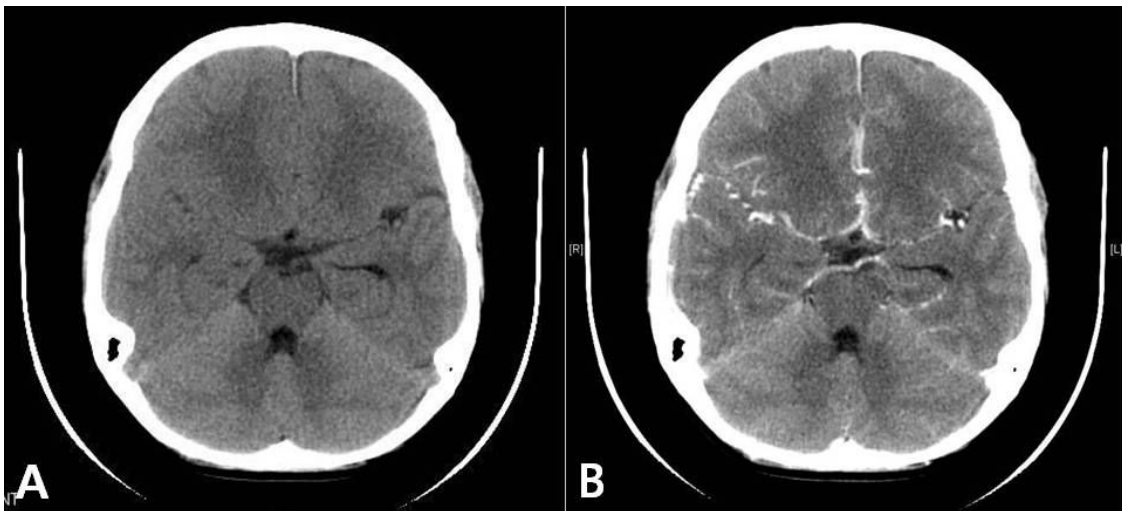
Brain CT (non-contrast; A) and brain CT (contrast; B) on admission showed no prominent focal lesions.
